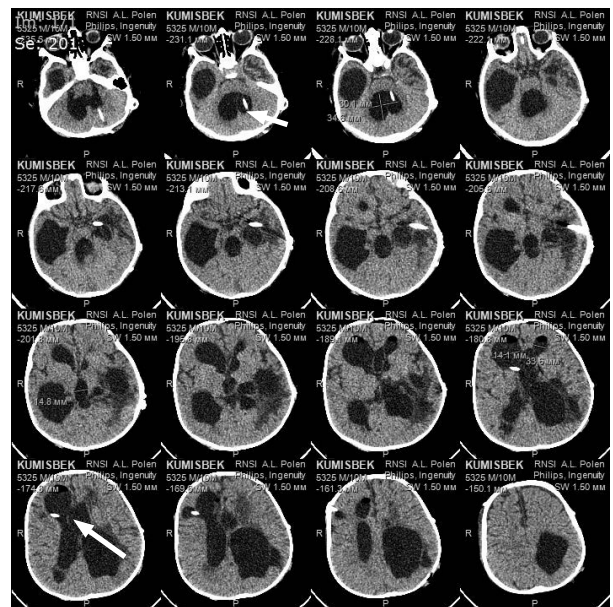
Результаты спиральной компьютерной томографии головного мозга, аксиальные срезы (стрелками указано расположение интракраниальных катетеров в полости правого бокового и IV желудочков).
